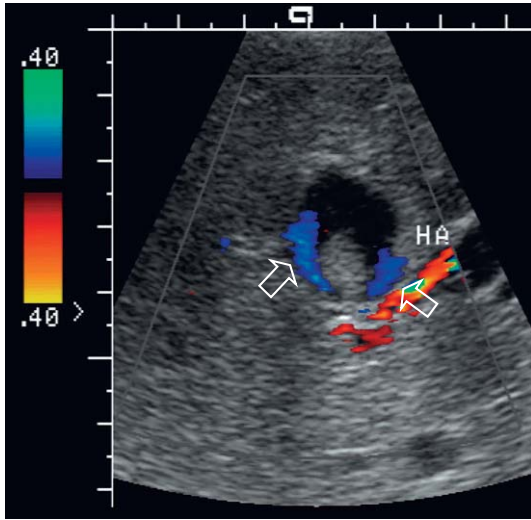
Imagen transversal de Doppler color en la zona media del hígado. Se observa una lesión redondeada con detritos internos en su zona declive. Se puede apreciar flujo alrededor de dicho detritus (flechas). Se identificó una forma de onda arterial en el espectro Doppler de los vasos nutrientes. La angiografía confirmó que la lesión correspondía a un aneurisma intrahepático de la arteria hepática parcialmente trombosado.
